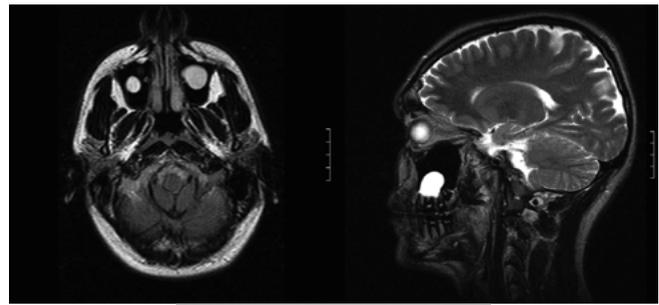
Тот же больной. 20 лет. 07.11.2007. – МРТ.
